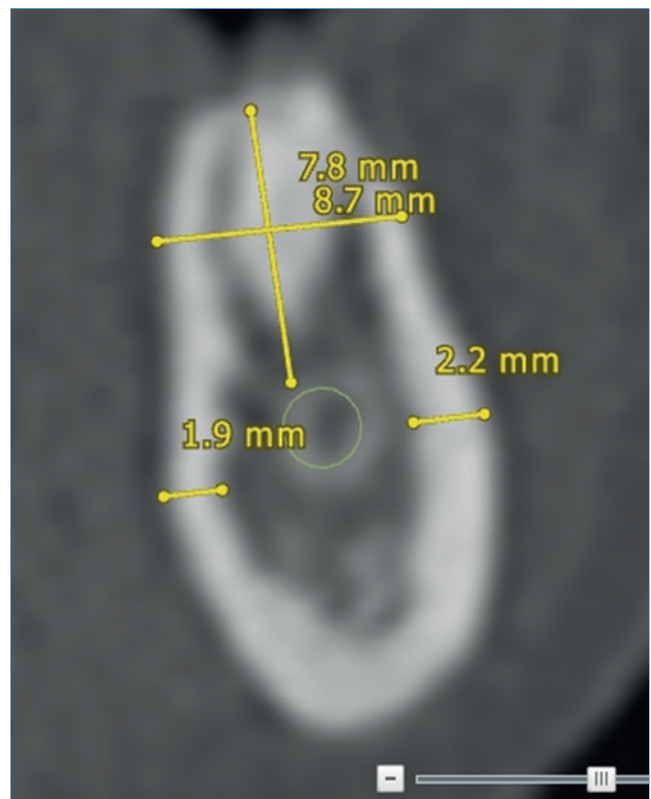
Measurements made directly on computerized tomographys, using ortoradial cuts.
